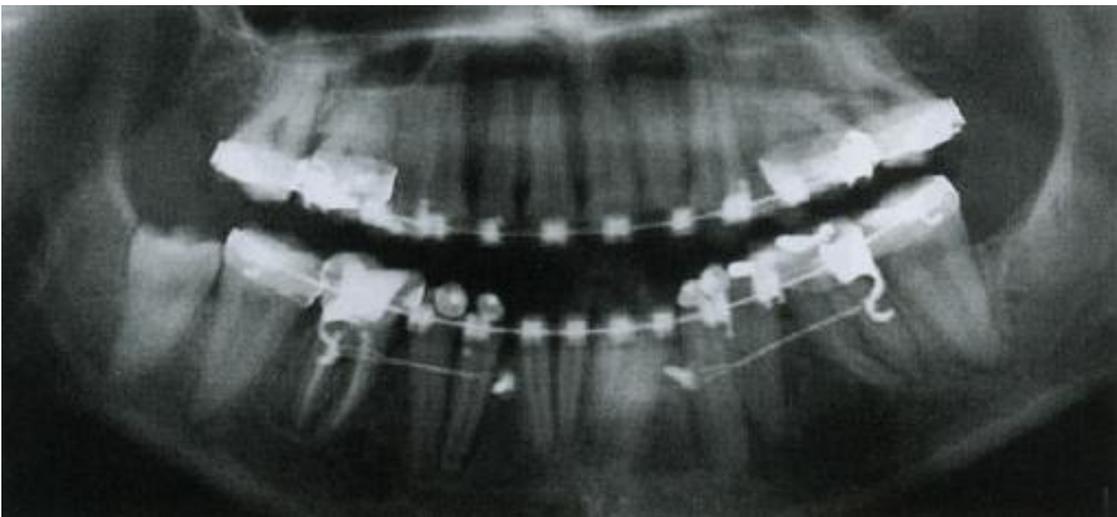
Radiografia panorâmica demonstrando a verticalização dos molares.<sup>23</sup>
